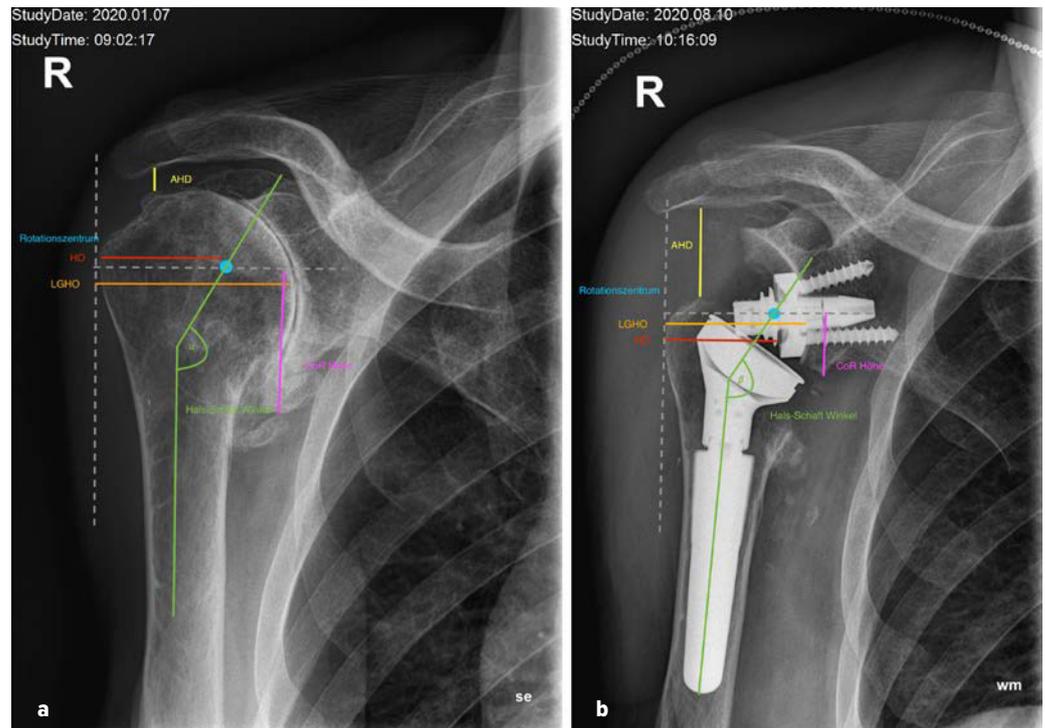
Prä- und postoperative Röntgenparameter wie in Tabelle 1 beschrieben
